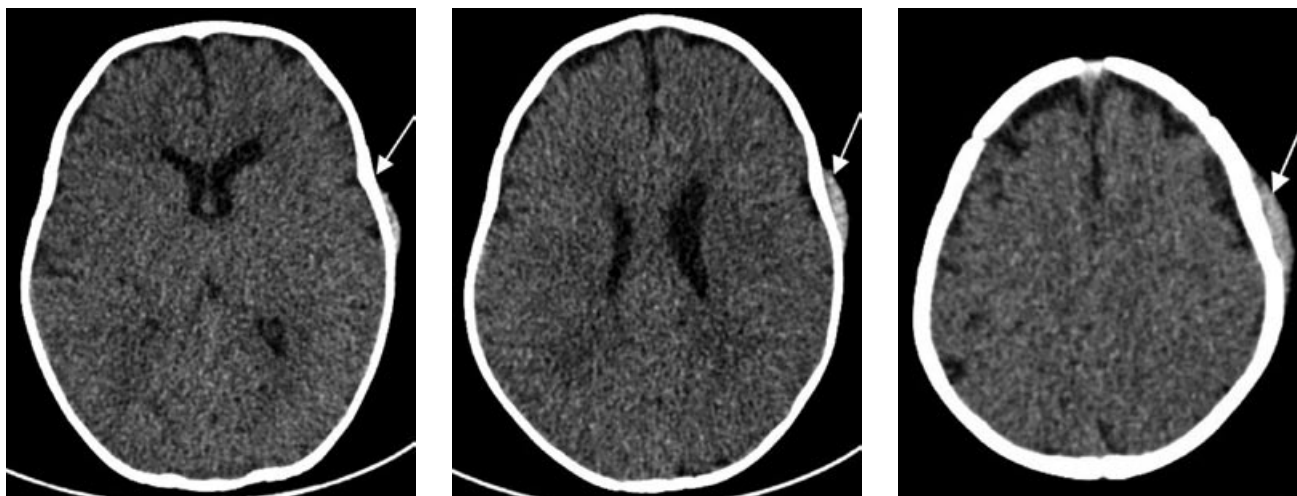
Компьютерные томограммы головного мозга ребенка 8 мес через 12 ч после травмы. Стрелкой отмечен очаг ушиба мягких тканей теменно-височной области.
